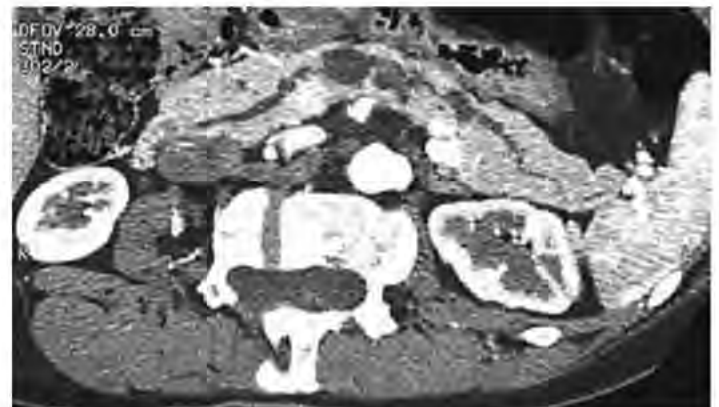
КТ-изображения 46-летней женщины со случайно выявленными множественными кистами ПЖ во время оценки неспецифической боли внизу живота. Было предположено, что они являются мультифокальными ВППМО БП или комбинированными ВППМО. Подозрение на сопутствующий узел и несколько расширенный до 6 мм панкреатический проток побудили к операции. Окончательный патологический диагноз – мультифокальные неопухолевые кисты.
